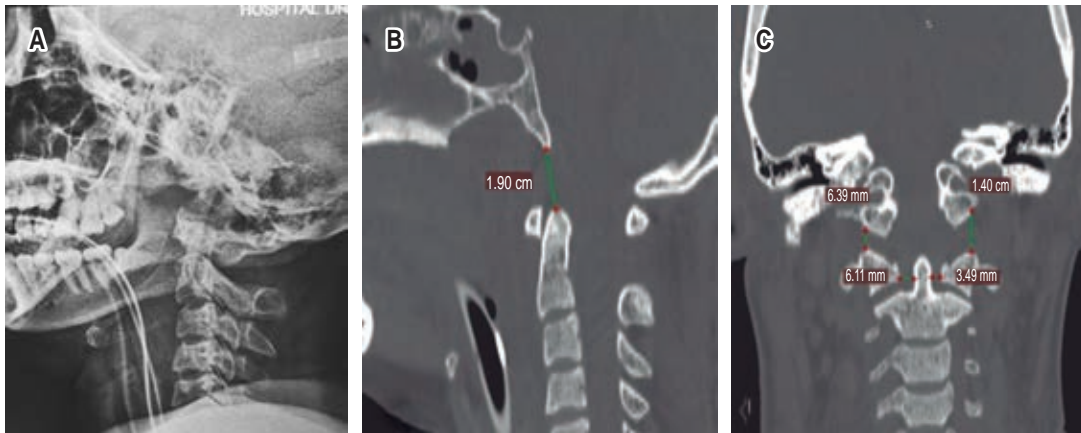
A) Radiografía lateral cervical. B y C) Tomografía axial computarizada donde se evidencia lesión por inestabilidad cráneo-cervical, con una distancia de la punta de la odontoides a la punta del basión que supera los 10 mm.
